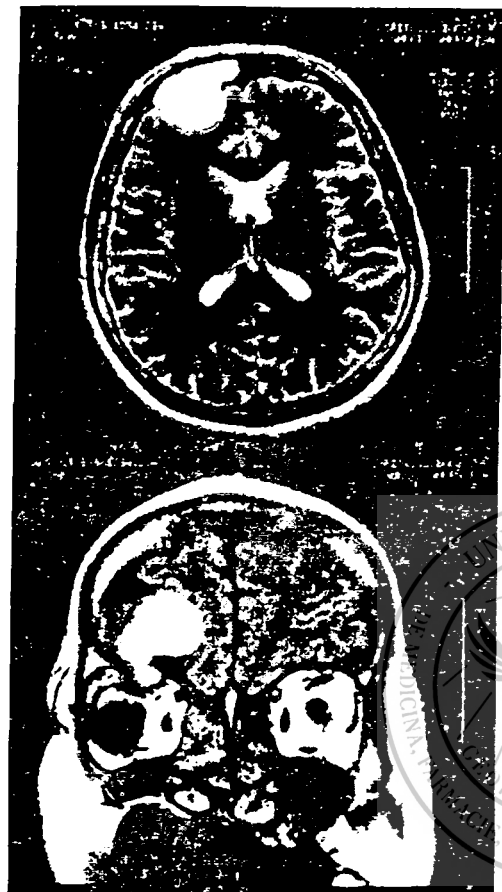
Papilomul invertit cu mucocel fronto-cranian drept. Examen imagistic RMN
